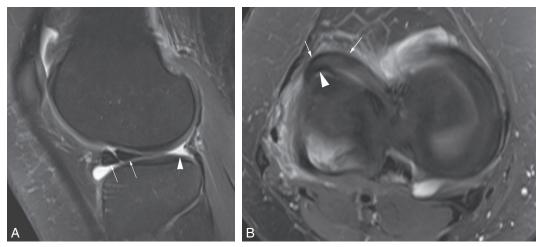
a. Coupe IRM sagittale T2. b. Coupe IRM axiale T2 : anse de seau (flèche) avec le signe de la double corne antérieure du ménisque. Noter aussi un ménisque fantôme (tête de flèche) sur la coupe sagittale.
